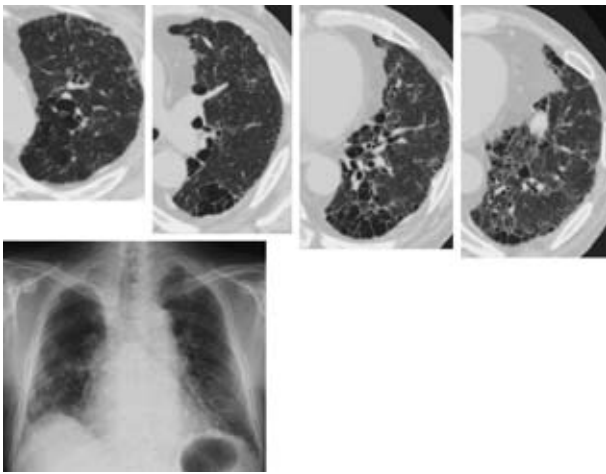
Chest roentgenogram and HRCT at discharge.
